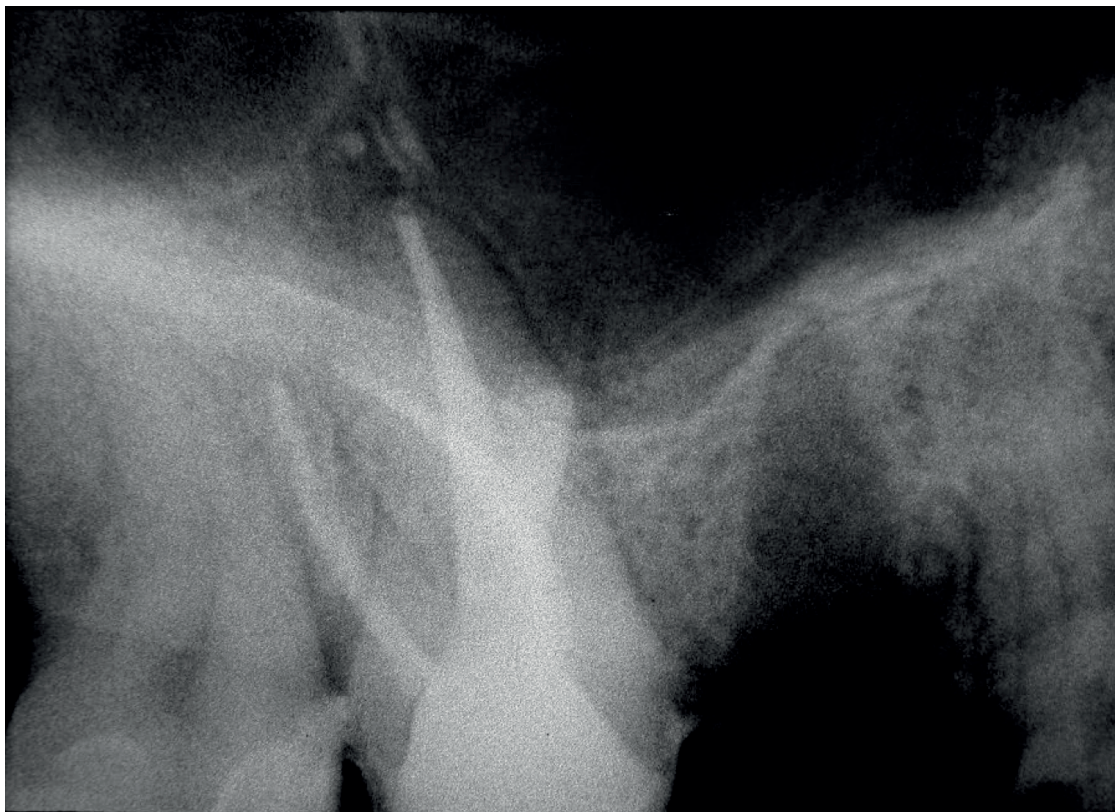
Eine weitere Röntgenkontrollaufnahme vom 27.01.2004 zeigt die homogene Kompaktion des Perforationsverschlusses.
